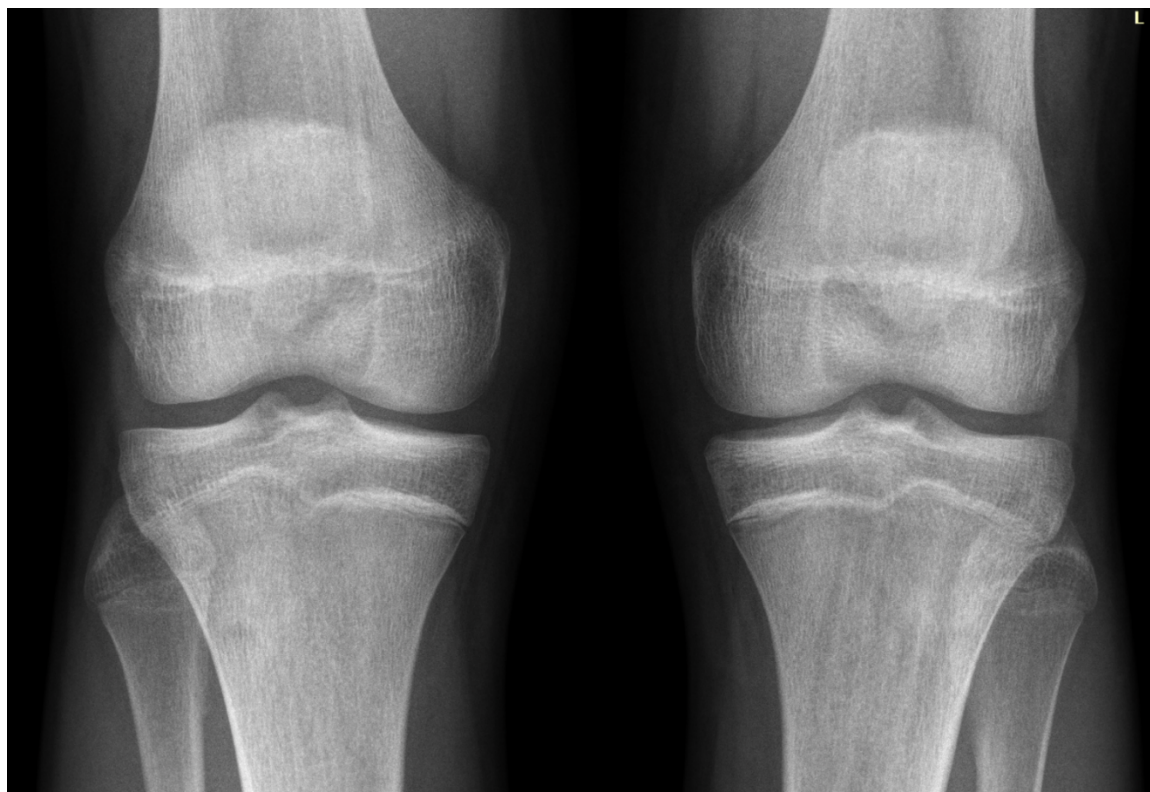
Рентгенограмма коленных суставов через 1 год после частичной менискэктомии заднего рога латерального мениска и тела медиального мениска правого коленного сустава.
